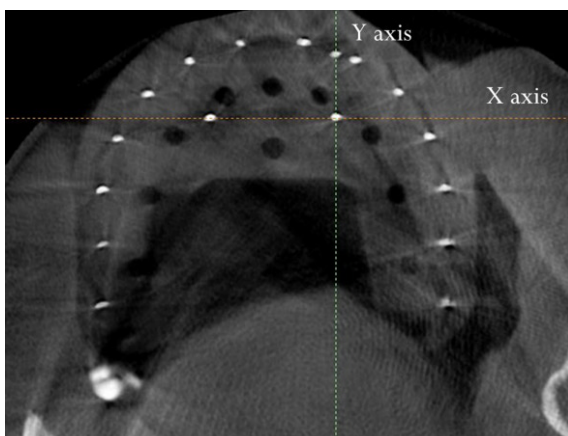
The X- and Y-axis on the CBCT image.
